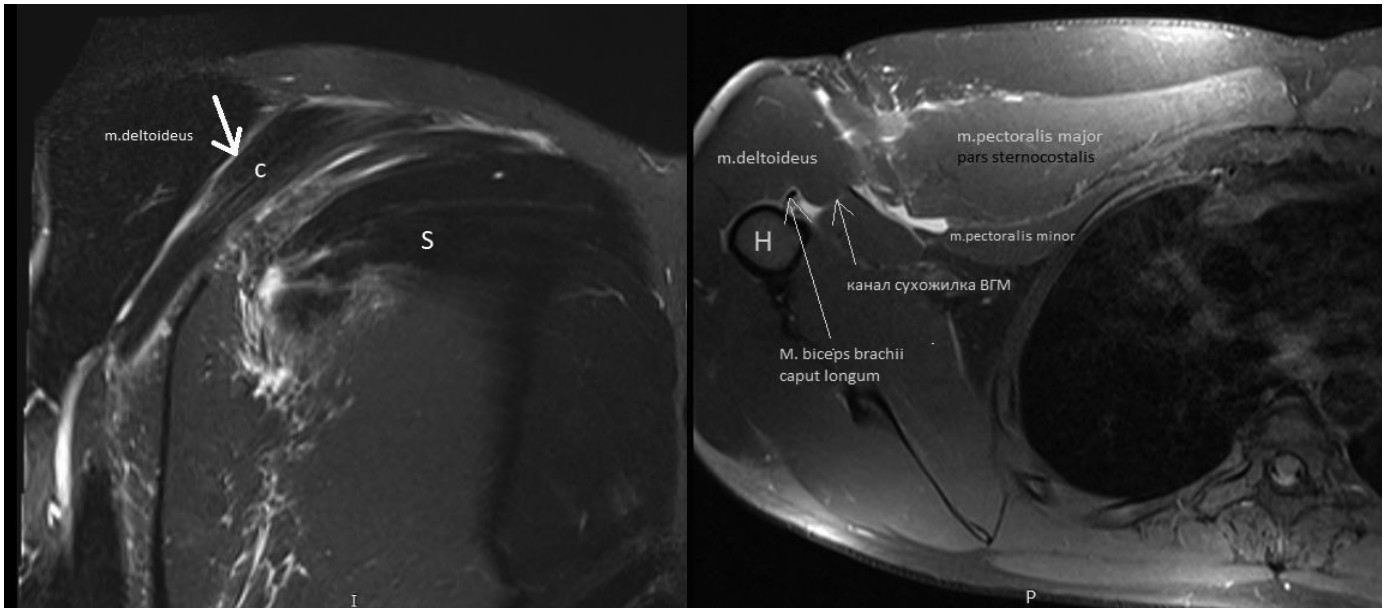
МРТ пацієнта з ушкодженням ВГМ. У режимі T2 фронтальної площини наявна ціла головка ключичної частини “С” та ушкоджена грудино-реберна головка “S”, у режимі “пригнічення” на аксіальному зрізі наявний порожній канал сухожилля ВГМ, синовіт сухожилля довгої голівки двоголового м’яза плеча, рідина (гематома) на місці розриву
